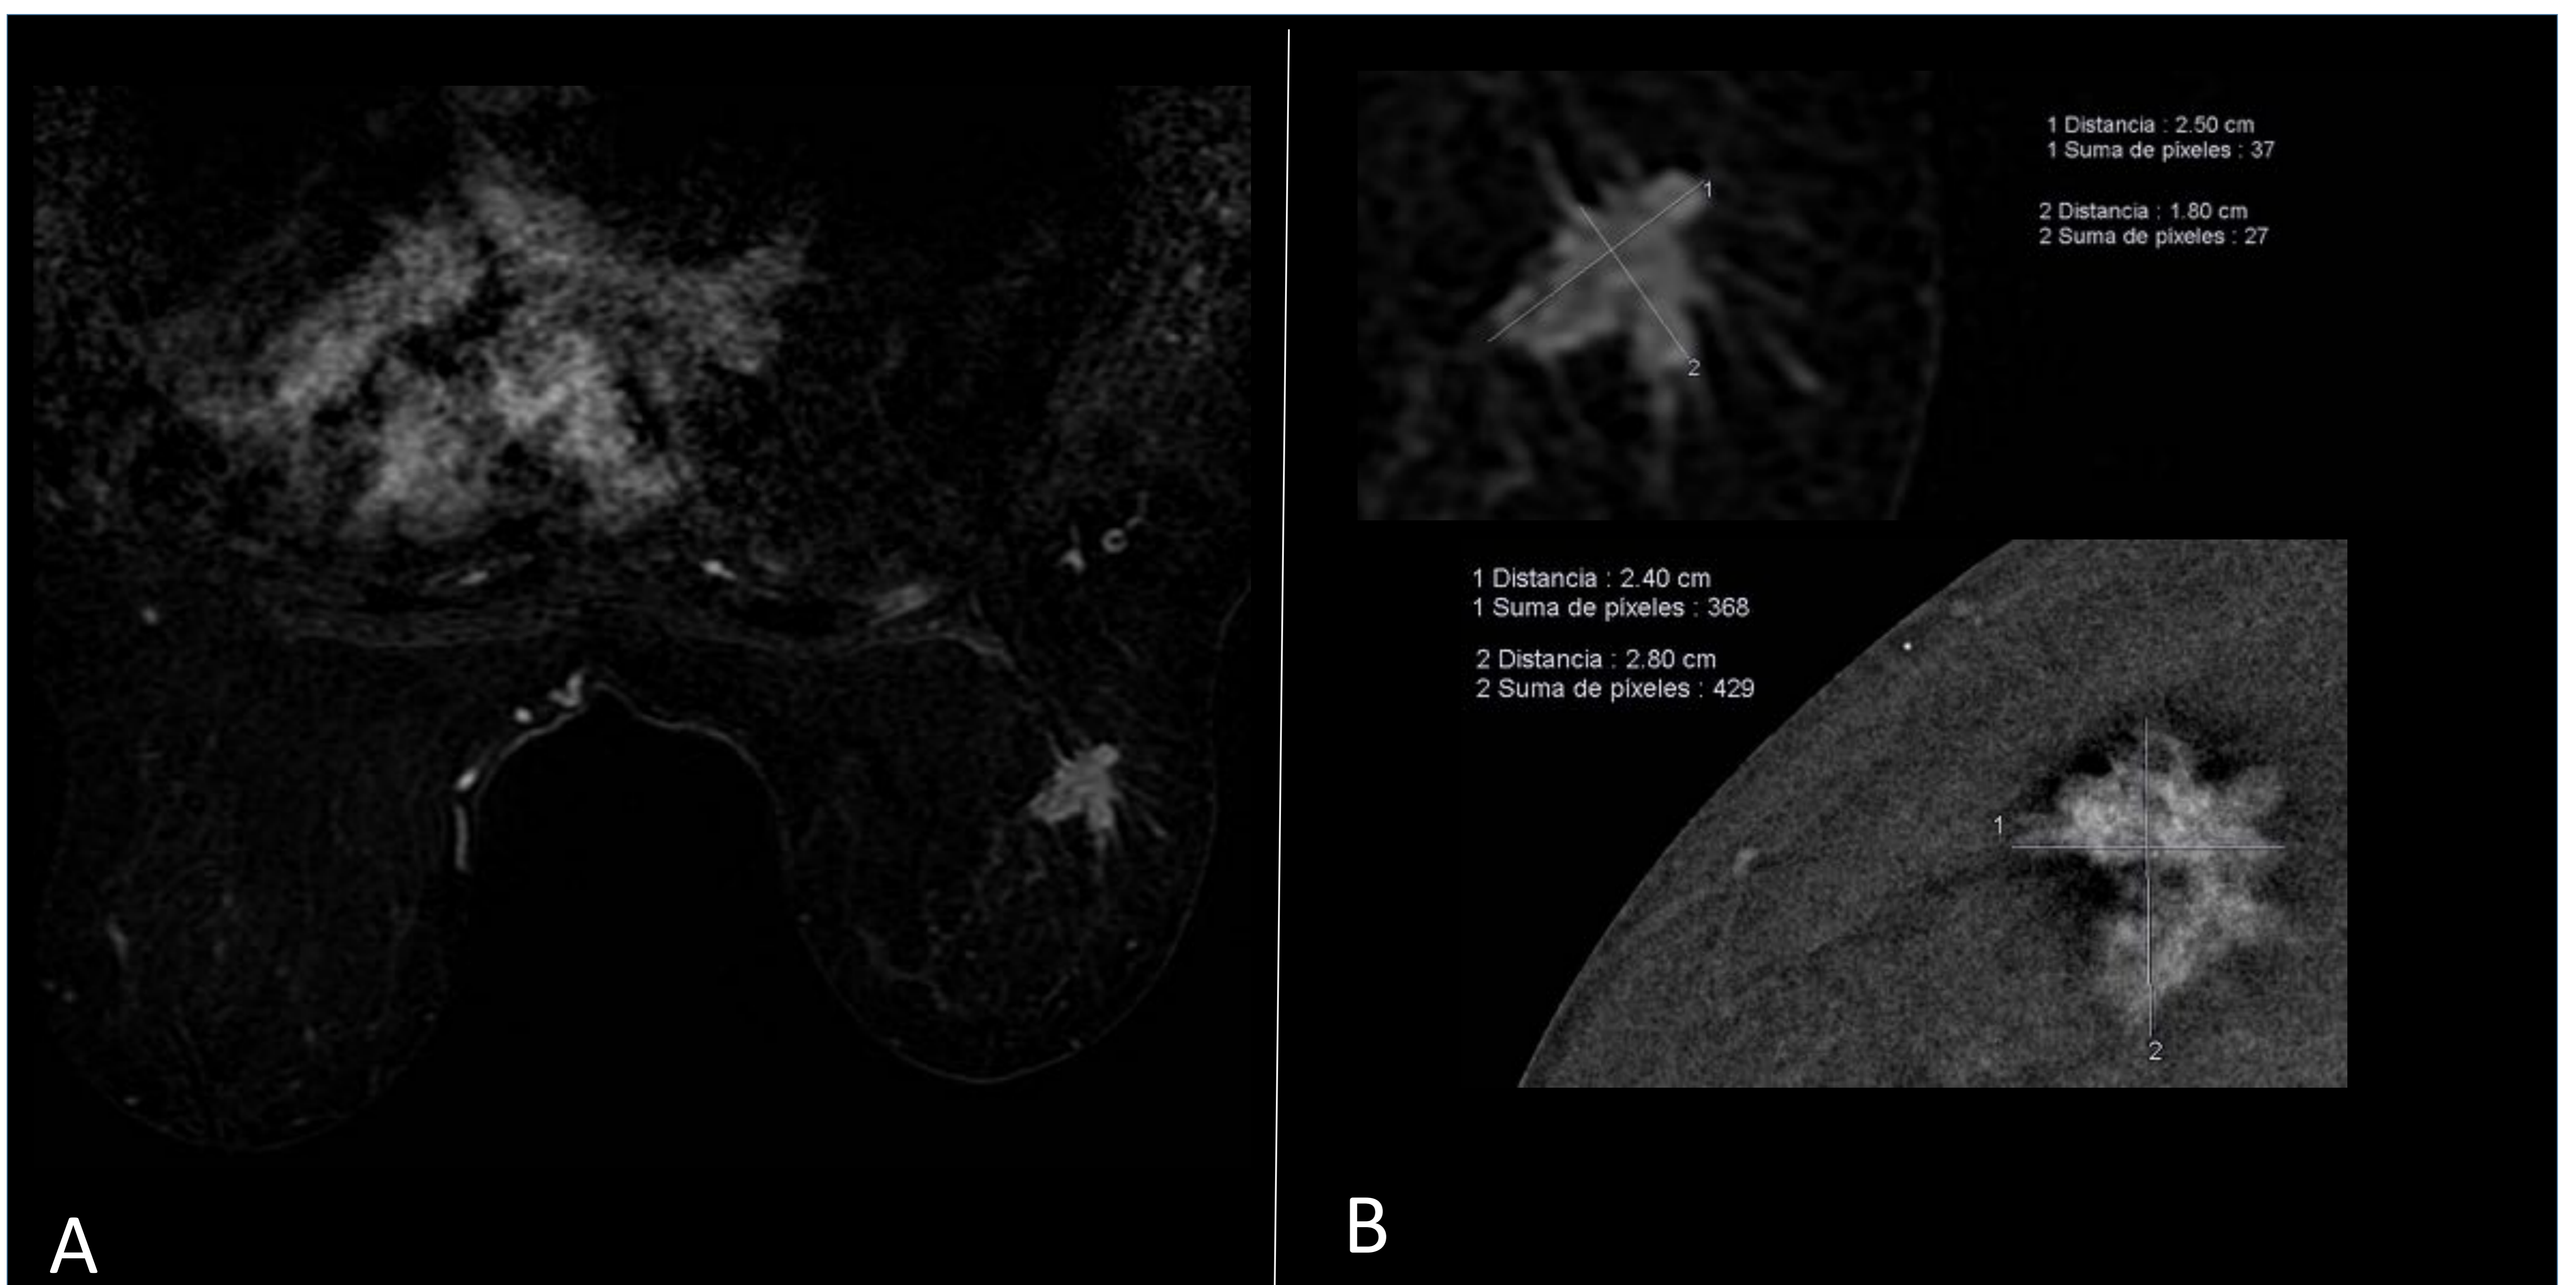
Misma paciente que la Fig 6, estudio preoperatorio por RM (intervalo de 10 días). RM de mama con contraste. Secuencia de sustracción T1 fat sat (A) .Nódulo irregular hipercaptante en CSE de MD. BIRADS 6. Se realizan mediciones similares a las obtenidas en MC (B). No se detectaron nuevas lesiones.
